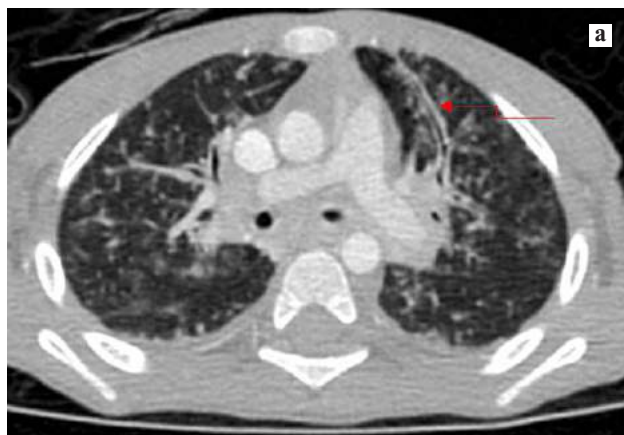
Результаты компьютерной томографии грудной клетки.
